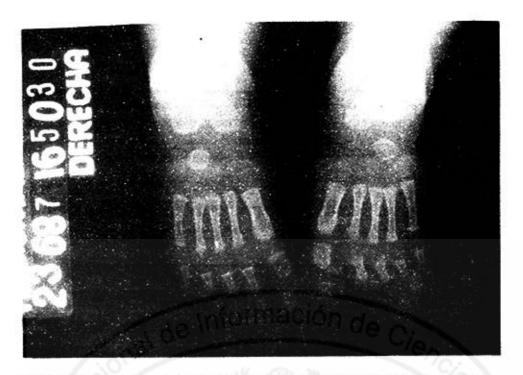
A Y B. La radiografia de pies y manos no destaca alteraciones.
